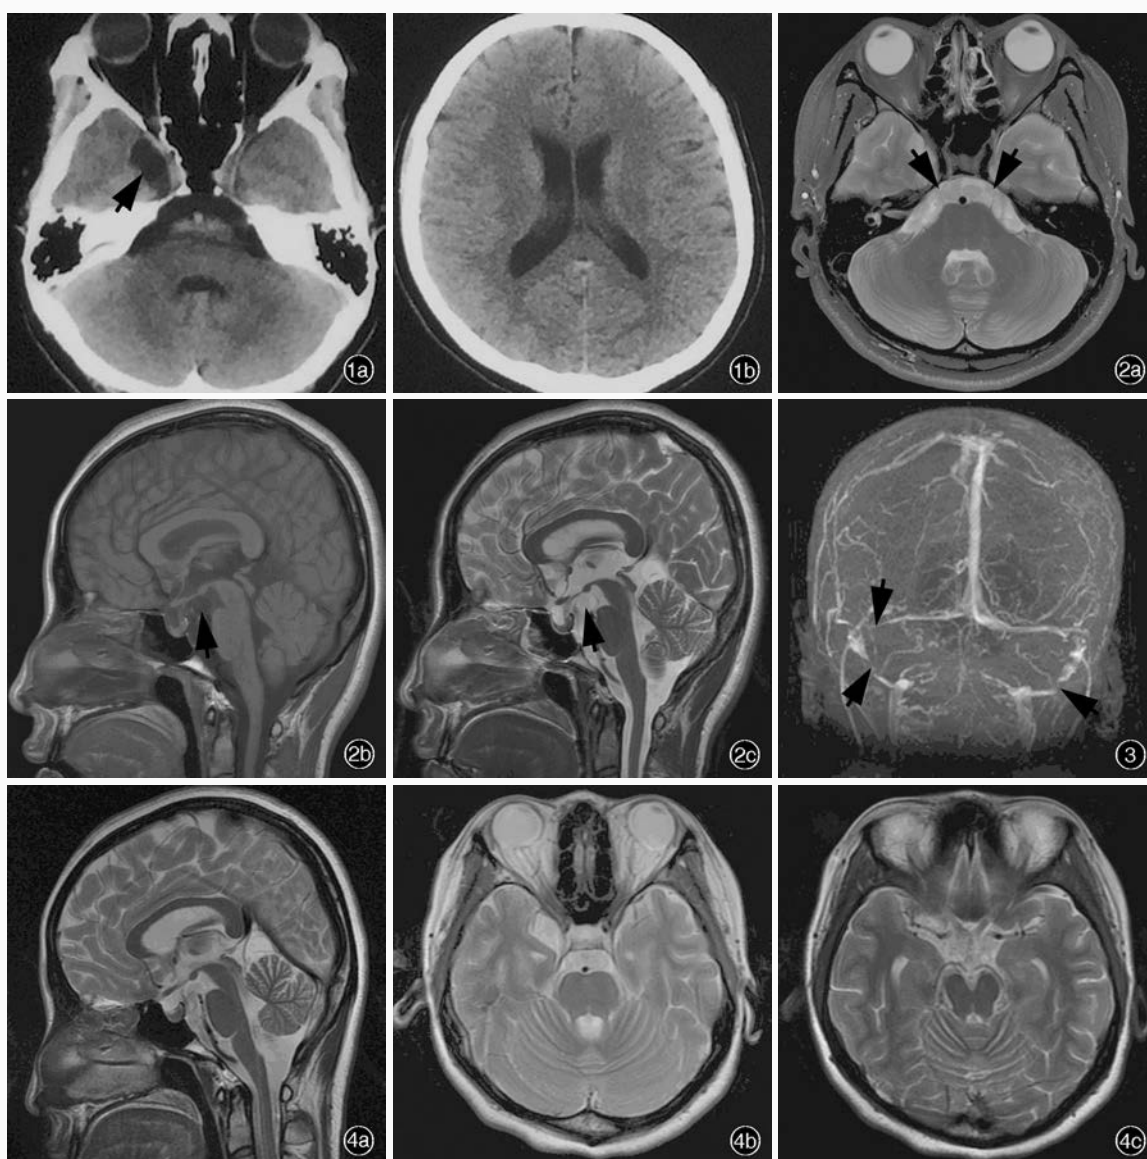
头部CT检查所见 1a 右侧颞叶囊性病变(箭头所示),桥前池增宽,未见钙化 1b 双侧侧脑室无扩大 图2 头部MRI检查显示,右侧颞叶囊性病变,桥前池可疑2个圆形囊性病变(箭头所示) 2a 横断面T<sub>2</sub>WI(小脑中脚平面) 2b 矢状位T<sub>1</sub>WI 2c 矢状位T<sub>2</sub>WI 图3 头部MRV显示,双侧横窦和乙状窦变细、不连续(箭头所示) 图4 治疗后头部MRI检查显示,右侧颞叶囊性病变稍缩小 4a 矢状位T<sub>2</sub>WI 4b 横断面T<sub>2</sub>WI(小脑上脚平面) 4c 横断面T<sub>2</sub>WI(中脑平面)
